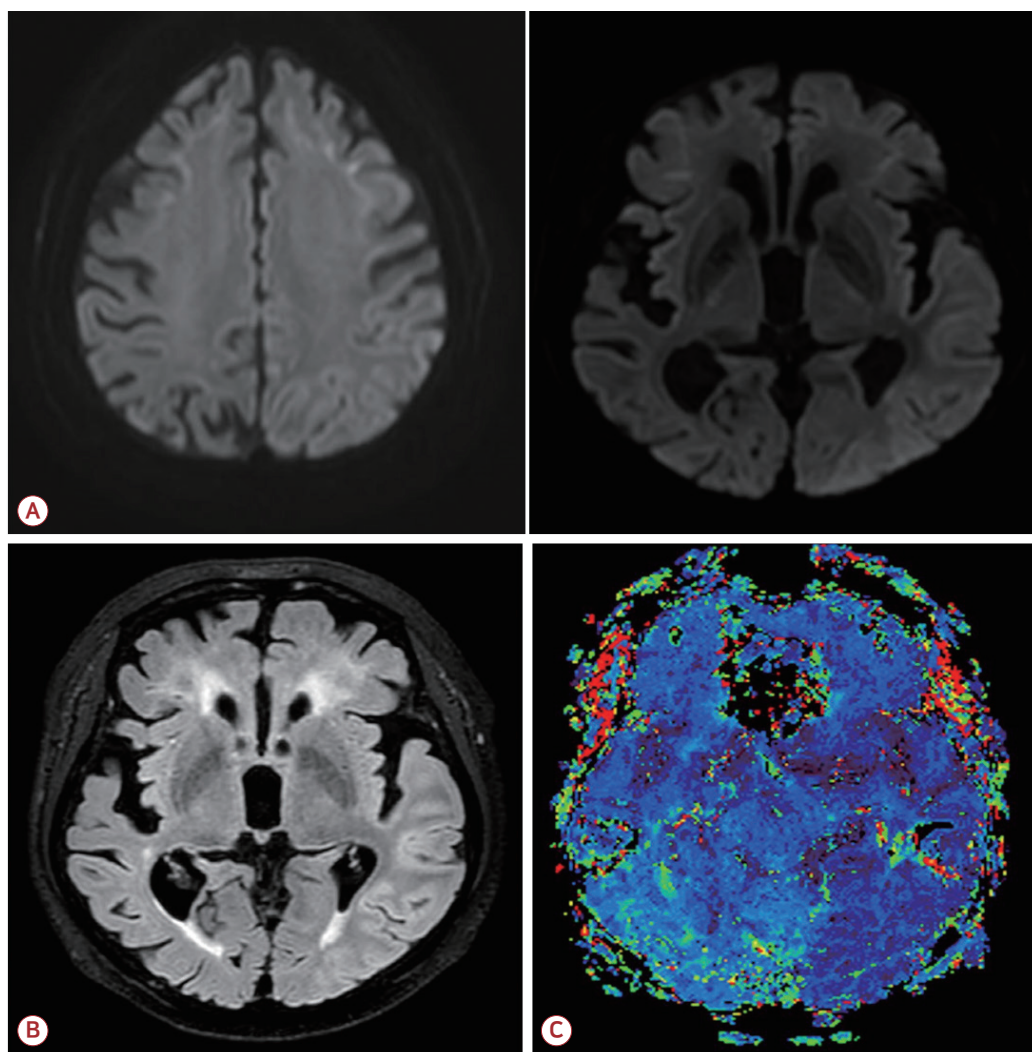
Follow-up brain MRI of the patient. Three days after hospital admission, follow-up brain MRI was performed. (A) On DWI, high intensity lesion in bilateral frontal corticomedullary lesion remained, and high intensity lesion in left temporal area was newly appeared. (B) On T2 FLAIR, a high intensity lesion with edema appeared newly in the left temporal area. (C) Perfusion MRI showed hypoperfusion in the left temporal area, which was correlated with persisting aphasia. MRI; magnetic resonance imaging, DWI; diffusion weighted image, FLAIR; fluid-attenuated inversion recovery.
